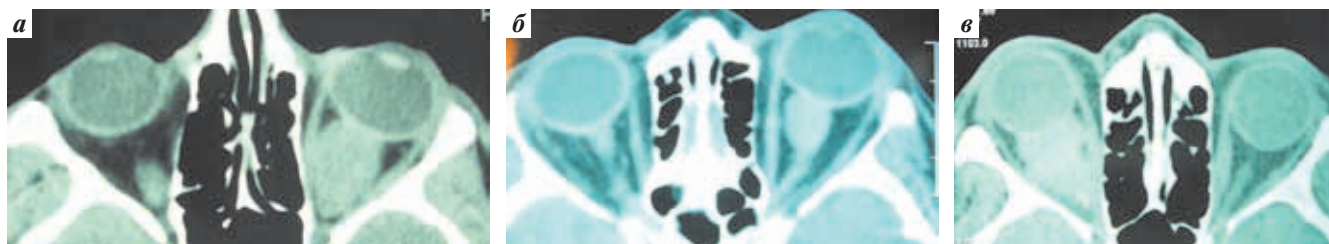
КТ опухолей ЗН: а — веретенообразная форма; б — узловая форма; в — смешанная форма
